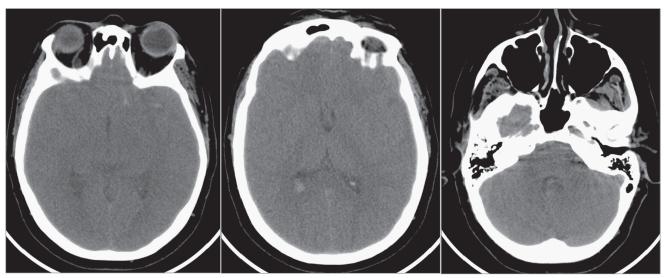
Компьютерные томограммы пациентки Н. при первичной госпитализации
